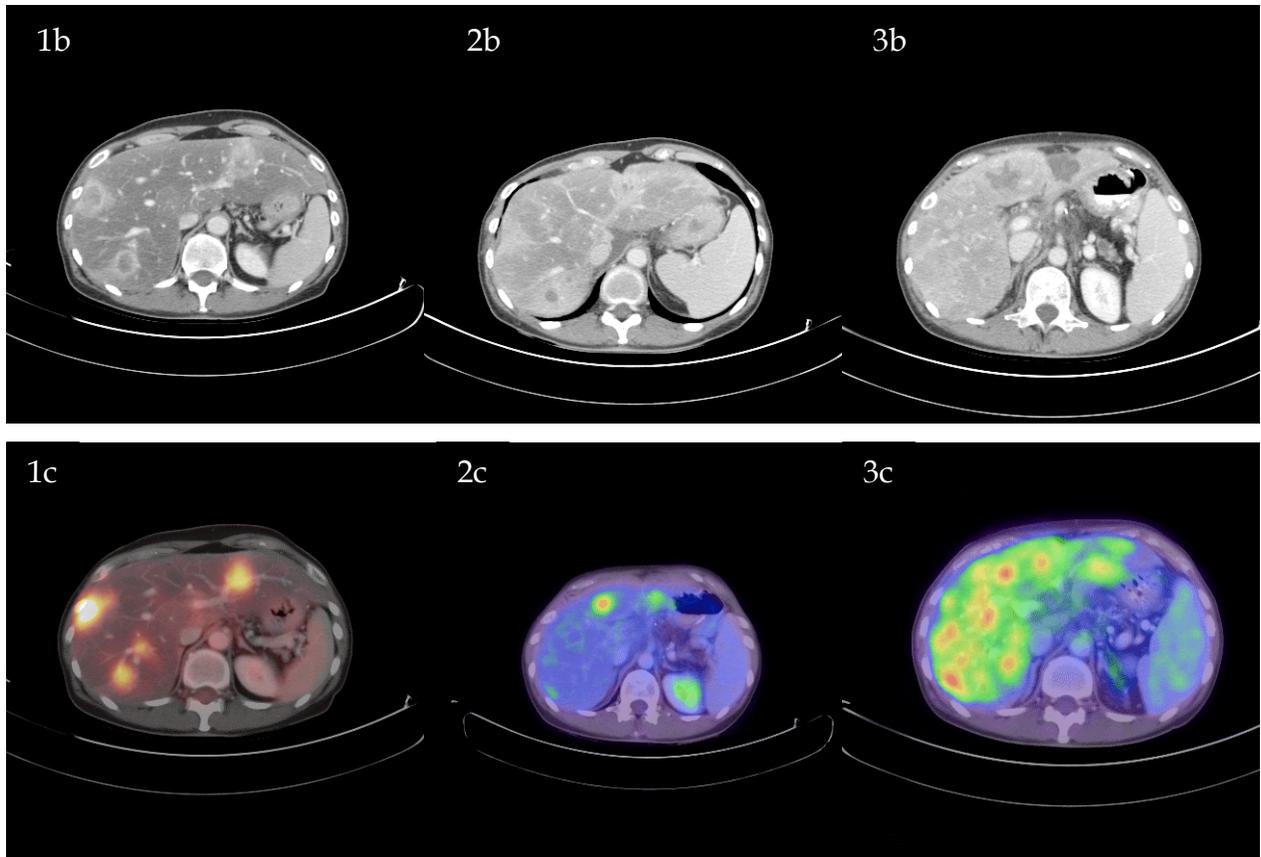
56-jährige Patientin mit multiplen, hepatischen Metastasen eines Pankreas Karzinoms. In a) und b) sind verschiedene axiale Schnitte im CT, in c) im PET-CT dargestellt. In 1 zeigt sich das Pankreas-Karzinom vor der SIRT mit multipler hepatischer Metastasierung. Die Metastasen sind zentral hypodens und weisen einen hyperdensen Randsaum im CT auf. In der PET-CT ist eine starke Anreicherung des radioaktiven Zuckers (18-Fluordeoxyglukose, 18-FDG) zu sehen. Acht Monate nach der SIRT lässt sich eine diskrete Größenreduktion und eine verminderte Kontrastmittelaufnahme der Metastasen im CT (2a, 2b), aber eine deutliche Abnahme der pathologischen Mehranreicherung des 18-FDG in 2c) beobachten. In der elf Monate nach der SIRT durchgeführten Untersuchung kam es zu einer Zunahme der hepatischen Metastasierung, die ebenfalls nur geringfügig im CT (3a, 3b), aber klar durch die erhöhte 18-FDG Speicherung im PET-CT (3c) sichtbar ist.
